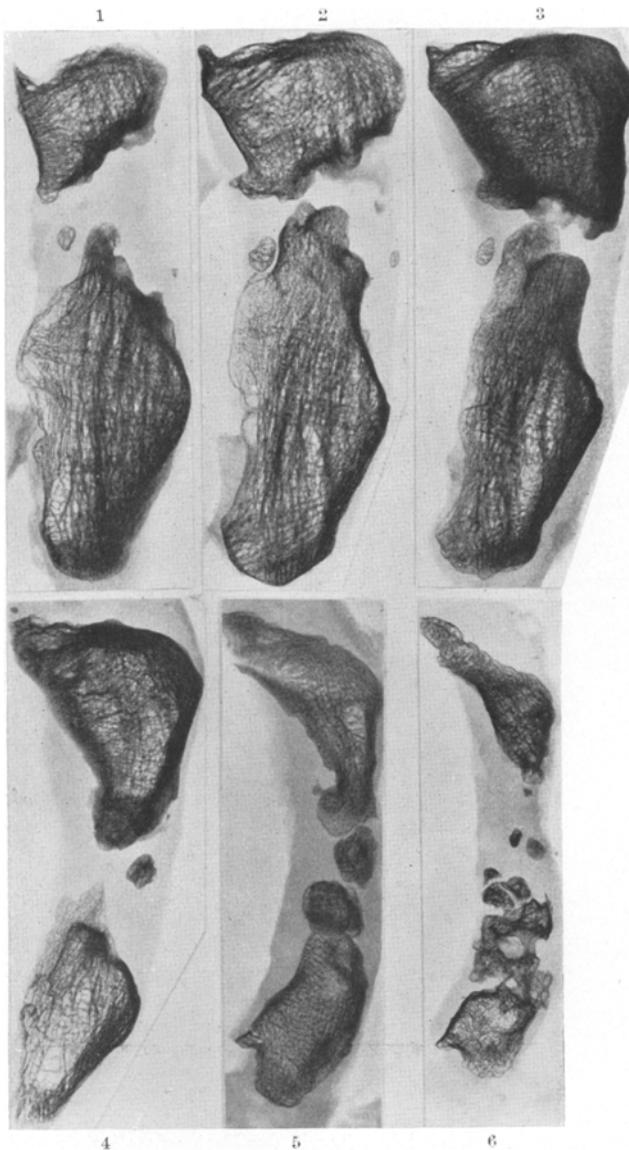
Röntgenbilder von 6 sagittalen Sägescheiben des alten Patellarbruchs (Fall 4), unter den angefertigten 11 Scheiben ausgesucht. In 2 beide Bruchstücke am meisten genähert, aber nicht knöchern vereinigt. In allen 6 Bildern bald vereinzelt, bald zahlreich Schaltknochen, welche in dem einen grauen Schatten gebenden derbfibrösen Verbindungsband eingetragen sind.
